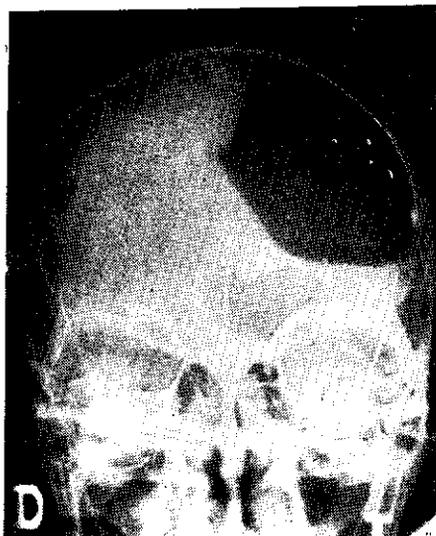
Radiografía simple anteroposterior después de la segunda operación.
